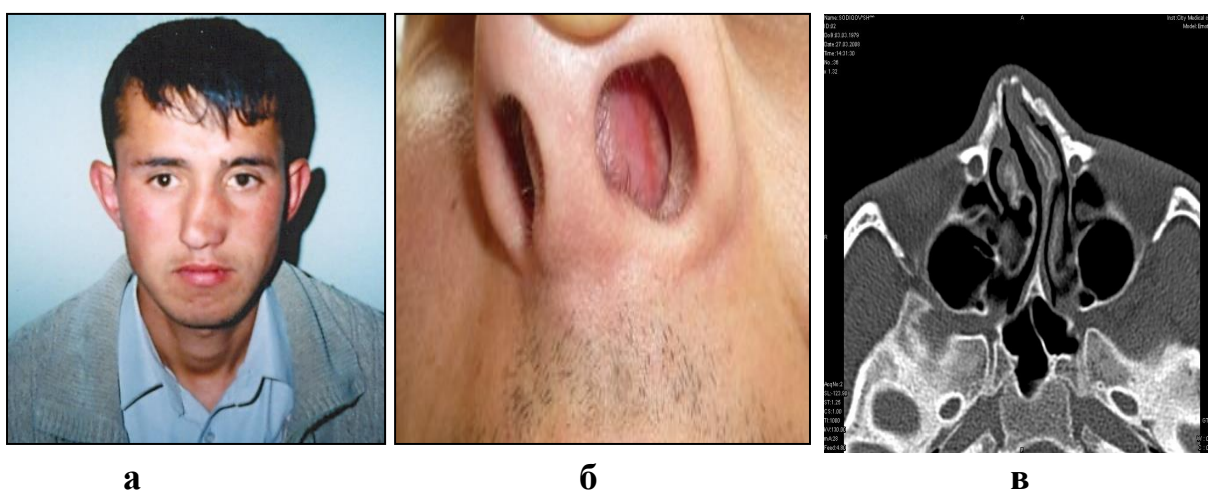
Больной М. Картина носа (а,б) и КТ ОНП (в).
